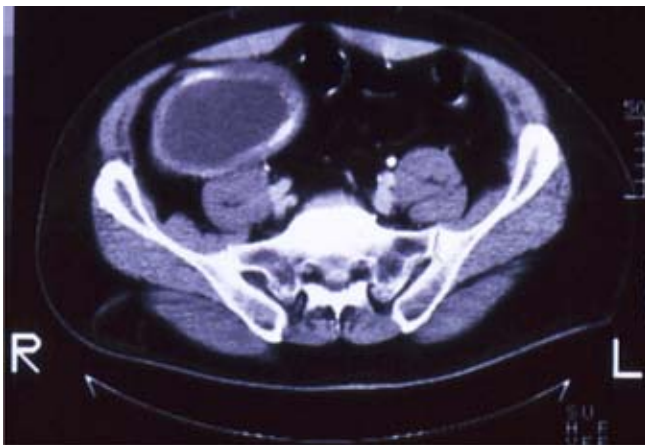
Imagen del cistoadenoma apendicular en la tomografía computada, mostrando datos de compresión de las vías urinarias.
